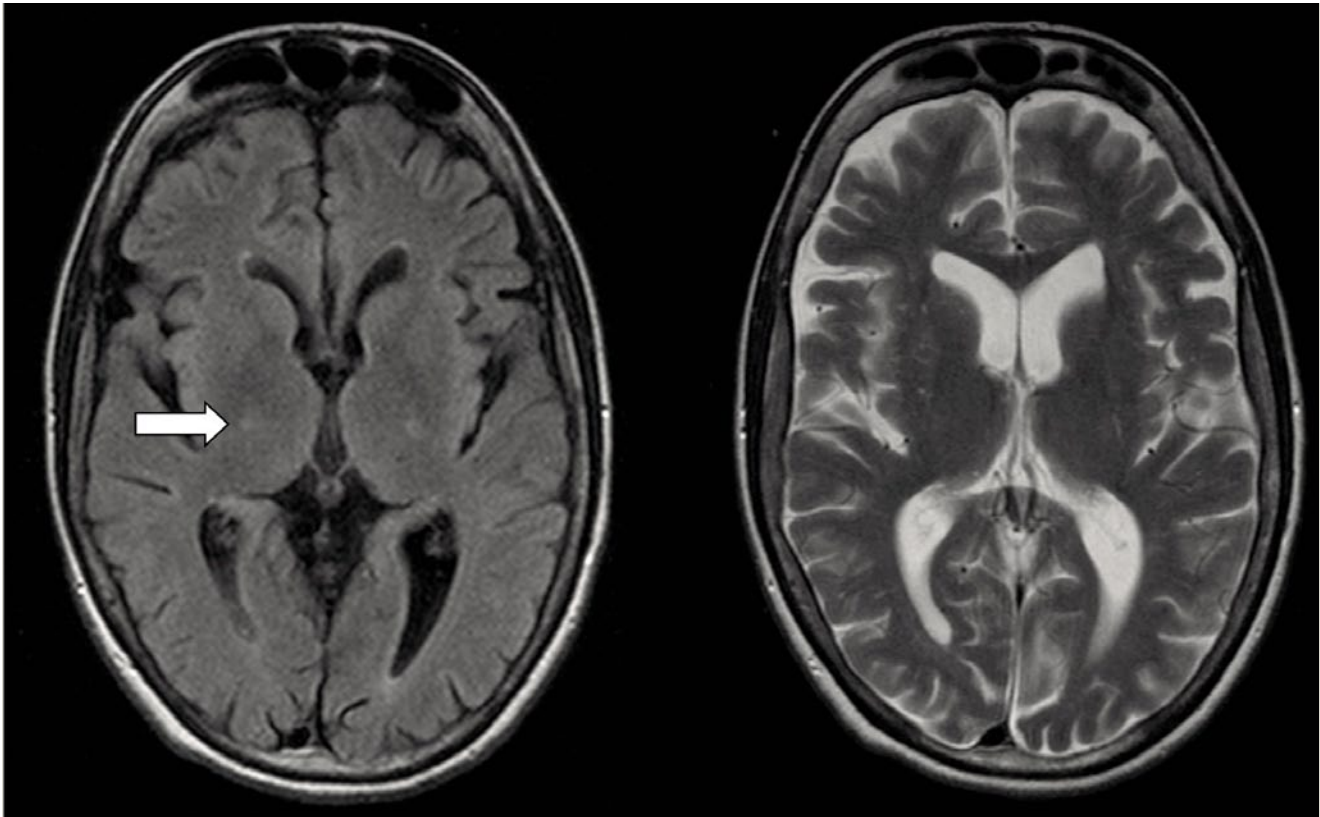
In den FLAIR-Aufnahmen erkennt man beidseits im lateralen Thalamus eine diskrete Signalerhöhung (Pfeil), die in den T2-Sequenzen nur links angedeutet sichtbar ist.
